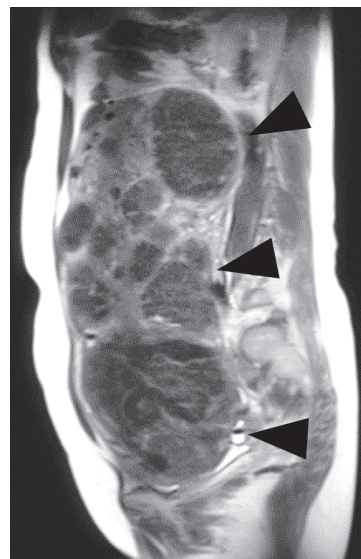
MRI T2 high 多発性子宮筋腫で横隔膜下まで腫大した子宮を矢印で示した。
